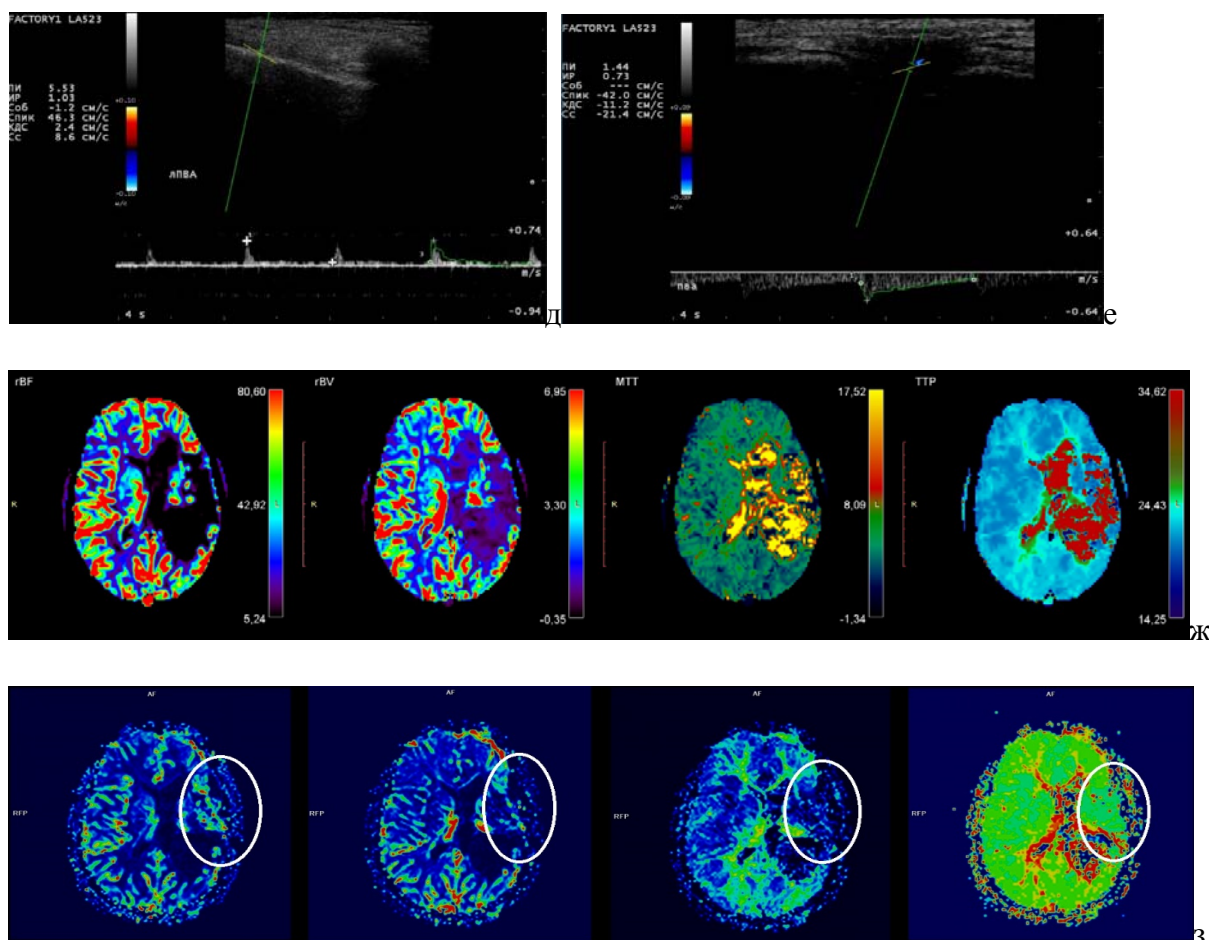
е) после операции: отмечено увеличение значений скоростных показателей, уменьшение индексов пульсации и резистентности. ж) МР перфузия до и з) после операции: отмечено улучшение кровообращения в левых височной и лобной долях
